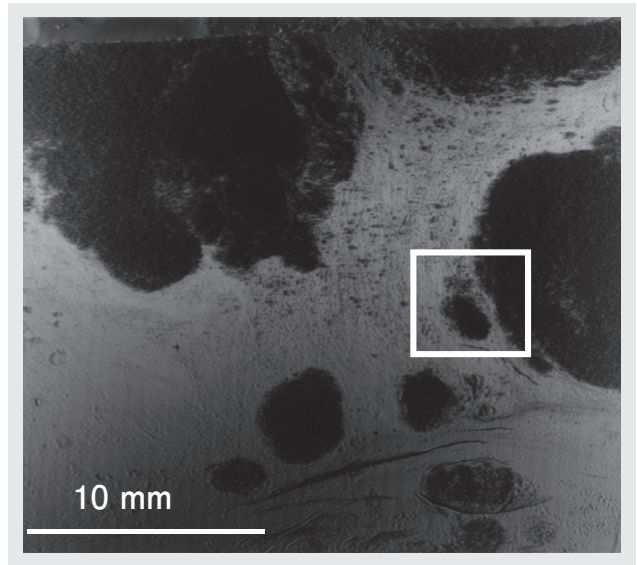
35 keVで撮影された2.8 mm厚浸潤性微小乳管ガン試料のX線暗視野像
